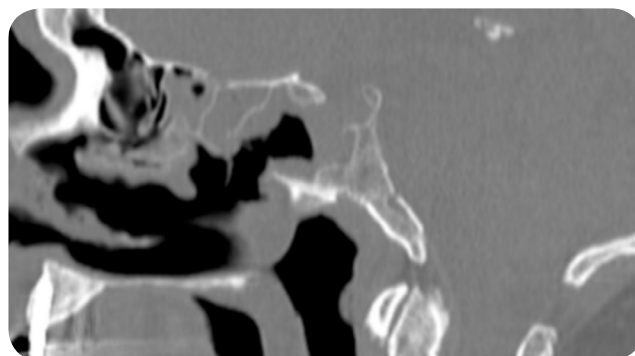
TC sagital de senos paranasales. Cambios post quirúrgicos en seno esfenoidal después de realizar biopsia con persistencia tumoral en región posterior.
